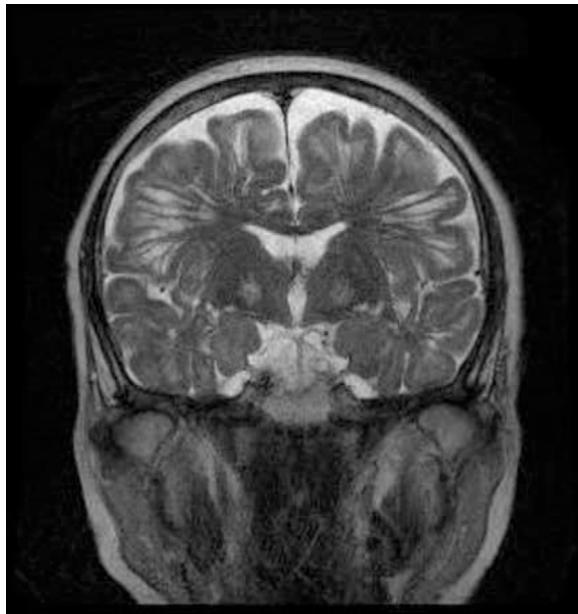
Resonancia magnética cerebral, corte coronal, en secuencia potenciada en T2, que muestra múltiples espacios hiperintensos, ovalados y en disposición radial, en centros semiovales, sustancia blanca subcortical y ganglios basales, compatibles con EVRd.
